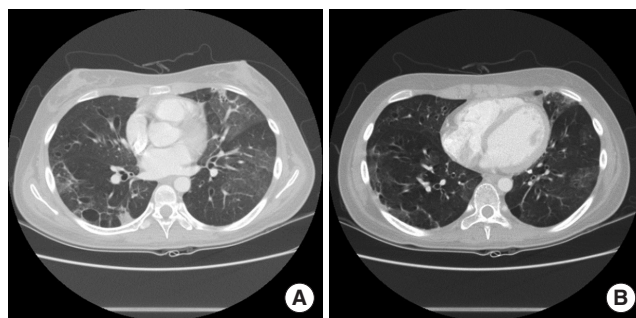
(A, B) Chest computed tomography scan on the 15th hospital day shows slight improvement of pneumonic infiltration in the left lung fields, but aggravated bronchiectasis.
